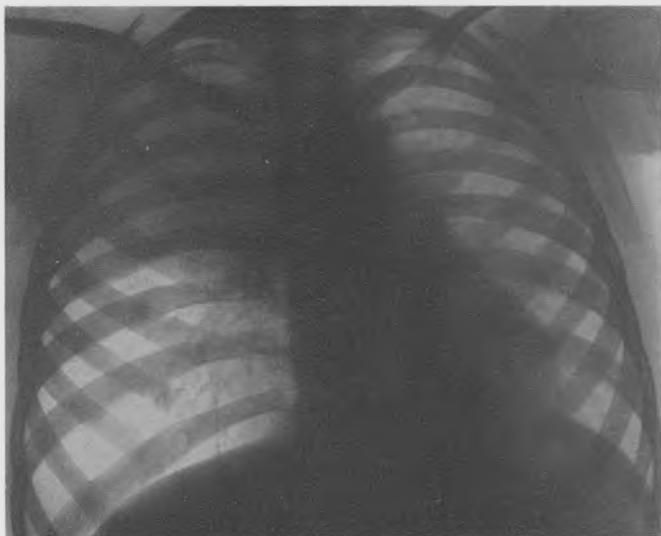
Типичная рентгенологическая картина верхнедолевого ателектаза с вентиляционной эмфиземой остальных отделов правого легкого при первичной туберкулезной пневмонии.
